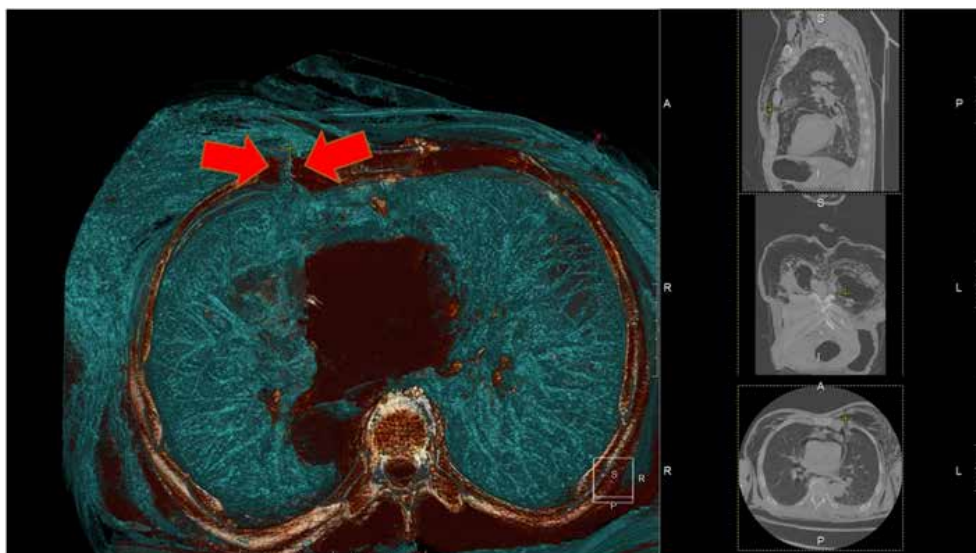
Preoperative three dimensional computed tomography shows the left lung protruding into the thoracic wall defect (red arrows).
